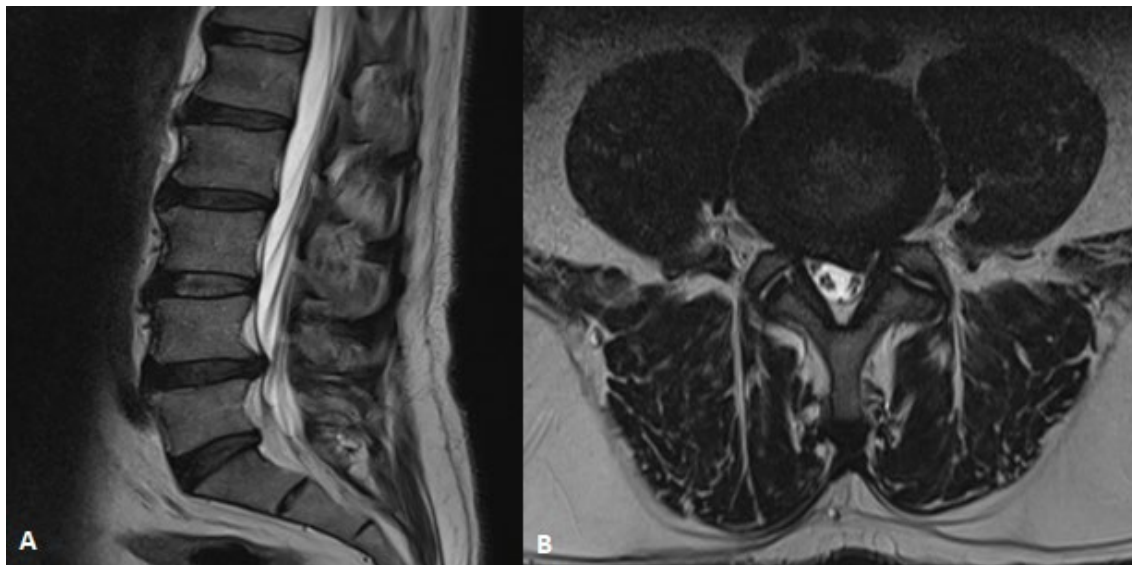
Resonancia magnética simple de columna lumbosacra que evidencia estenosis del canal lateral por hernia discal a nivel de L4-L5 izquierdo. A) corte sagital. B) corte axial. Fuente: Imagen de autores
